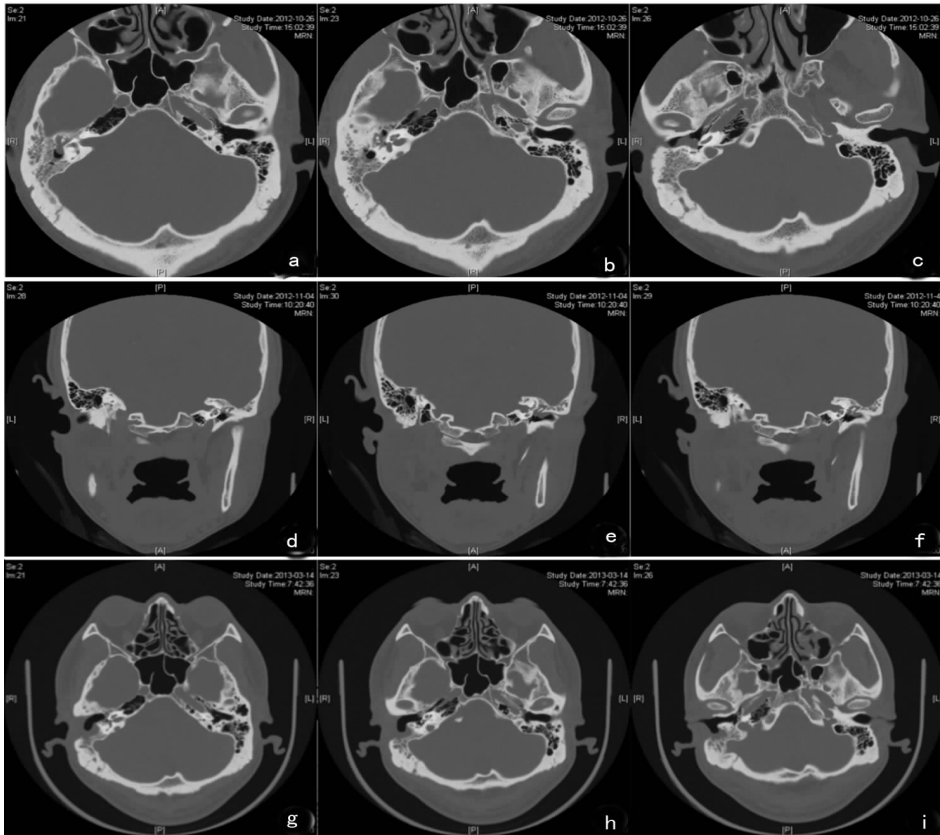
病例 2 手术前后 CT 对比照片 a~f:术前内耳 CT:右侧鼓室、乳突窦和乳突气房内见软组织密度影充填,包绕听小骨,软组织密度影自中鼓室向外耳道深部延伸,在外耳道后部形成软组织肿块;g~i:术后内耳 CT:右侧骨性外耳道及部分乳突气房缺如,与鼓室融合成腔,残存乳突、鼓室内见软组织影
